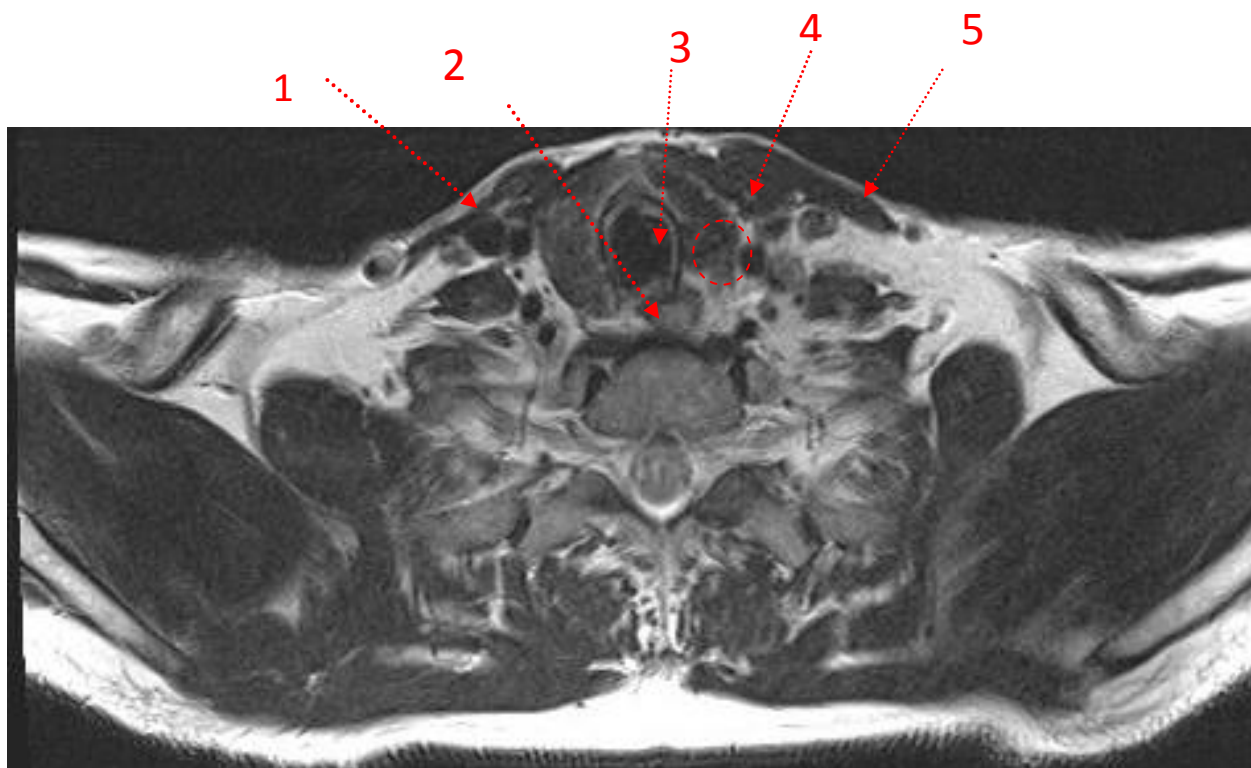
МРТ области шеи при раке щитовидной железы, T2 (аксиальный срез). В левой доле щитовидной железы определяется узел диаметром 9 мм с нечеткими контурами, деформирующий контур железы и выходящий в паратрахеальную клетчатку.
